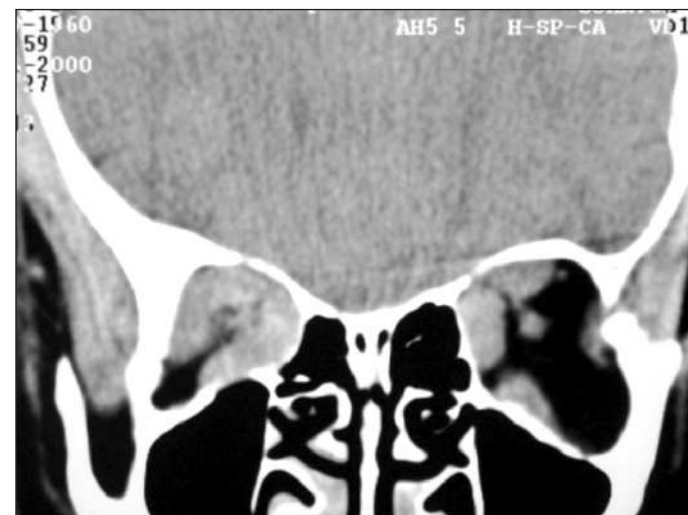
Tomografia computadorizada de órbitas, corte coronal, mostrando, à direita, importante espessamento muscular no ápice orbitário com compressão do nervo óptico ("apical crowding")
